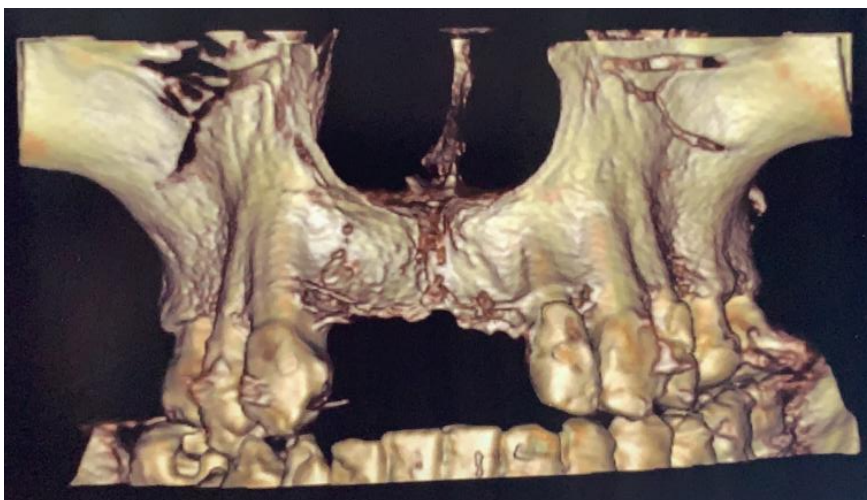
Foto da Tomografia Computadorizada Inicial.
